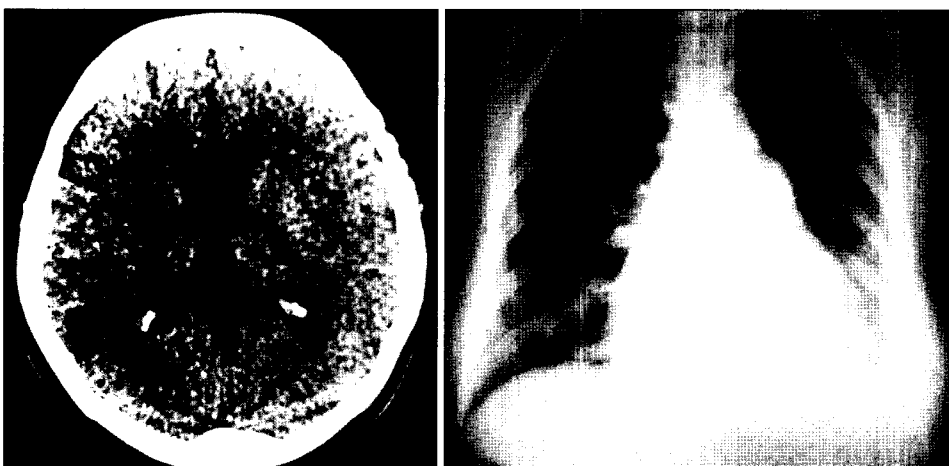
Postoperative Brain CT & Chest PA.
